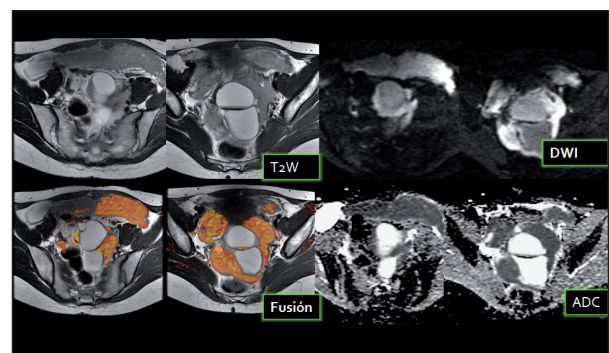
Paciente que debuta con carcinomatosis peritoneal de origen ovárico. En las secuencias de RM T2WI se evidencia una voluminosa masa pélvica, que engloba ambos ovarios, con áreas quísticas. Igualmente existe una gran masa omental. La imagen sirve para demostrar como la secuencia de difusión (DWI), aunque de baja resolución anatómica, tiene alta resolución de contraste, presentando las lesiones tumorales un comportamiento muy brillante. Como se ha comentado en el texto, es posible fusionar la imagen anatómica T2WI con la imagen funcional de la DWI. Por último se muestra la representación mediante mapa paramétrico en blanco y negro del ADC.
